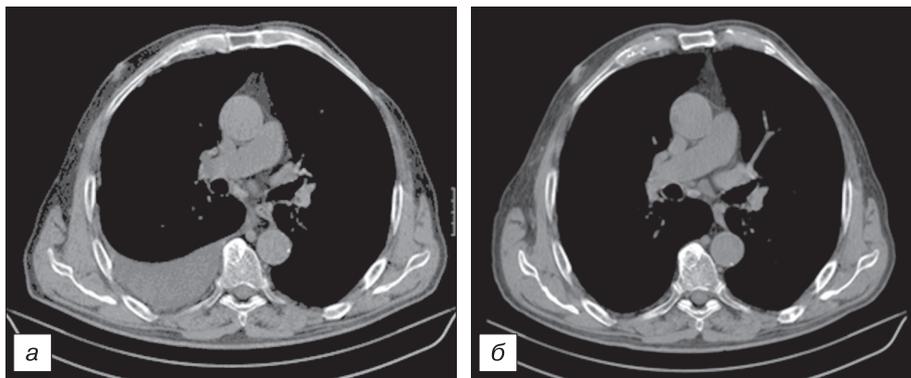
Компьютерная томограмма метастатического центрального рака правого легкого.
